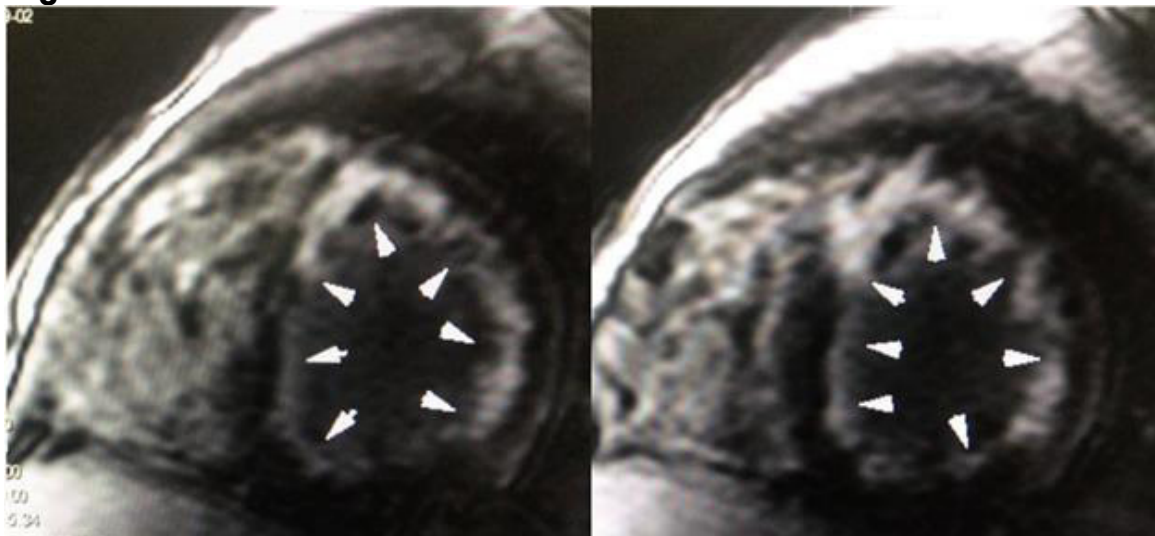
Imagen de Cine Resonancia Magnética Cardíaca en eje corto. Se observa realce tardío subendocárdico circunferencial difuso con afectación transmural en el segmento anteroseptal basal y medial.
